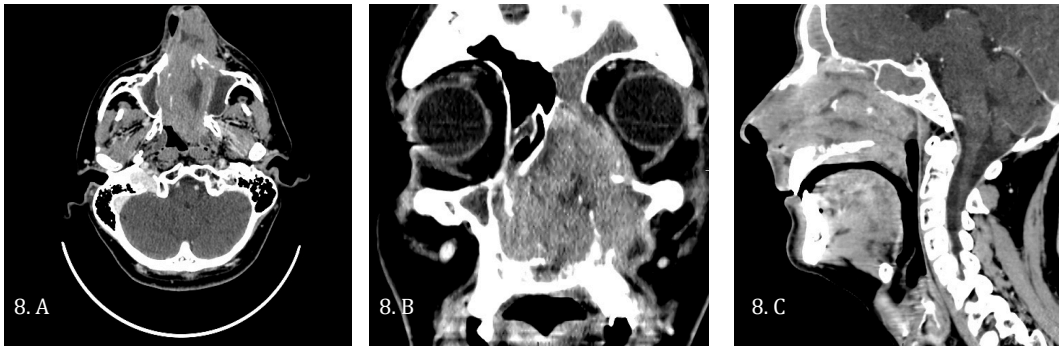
TC Seios peri-nasais, A - axial, B - coronal e C – sagital. Linfoma extra-ganglionar extra-linfóide (Caso 6)
